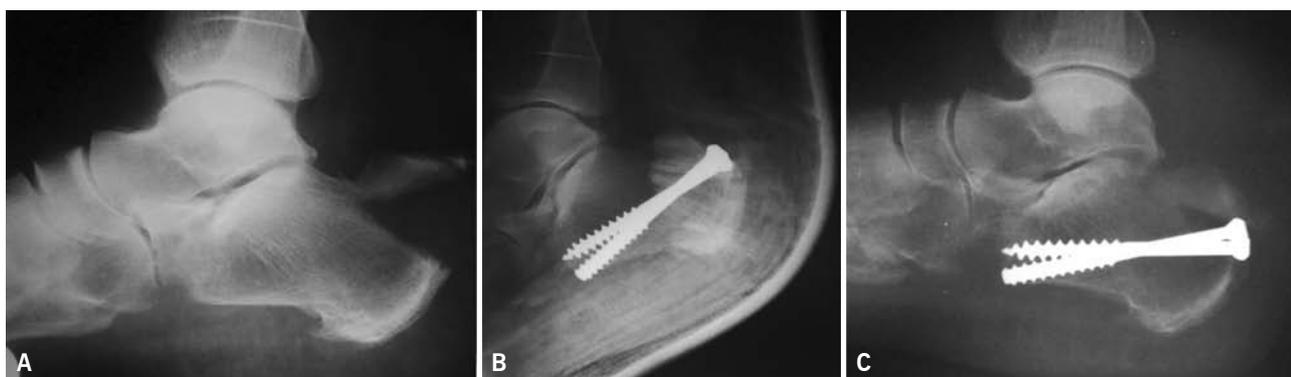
A y B) radiografías pre y postoperatoria inmediata. C) se observa pérdida de reducción en la radiografía de la 6 semana postoperatoria
